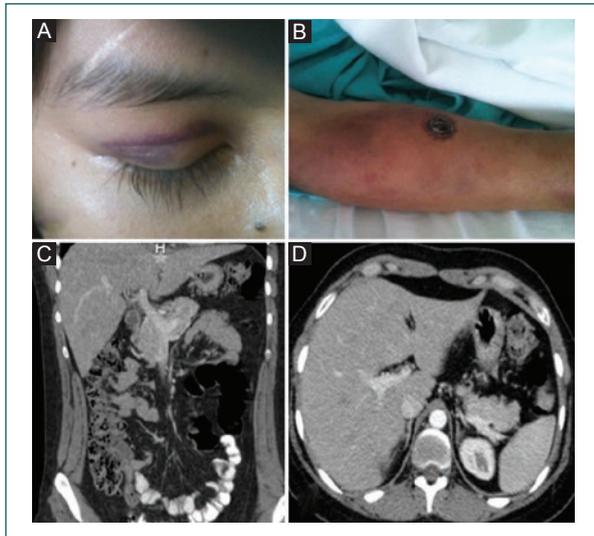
A: equimosis en el párpado superior derecho. B: nódulo subcutáneo de aspecto inflamatorio en el antebrazo derecho, indurado, de 5 cm, con placa eritematosa e hiperpigmentada. C-D: tomografía de abdomen en corte sagital y axial con presencia de hiperdensidad en el tejido graso peripancreático.
